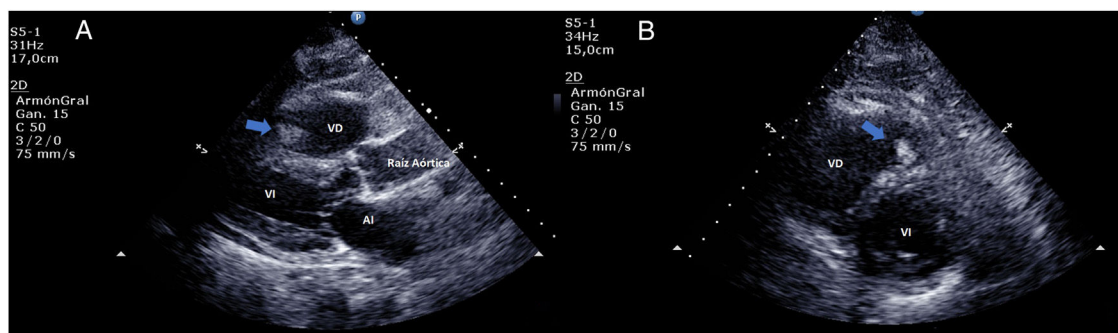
Ecocardiografía. A) Eje paraesternal largo. Se identifican la aurícula izquierda (AI), el ventrículo izquierdo (VI), la raíz aórtica y el ventrículo derecho (VD) con una imagen hiperecogénica y móvil en su interior, compatible con trombo intracavitario en tránsito. B) Eje paraesternal corto en el que se observan ambos ventrículos, el VI a nivel de la válvula mitral. El VD se encuentra discretamente dilatado y con una masa hiperecogénica en su interior, compatible con trombo.
